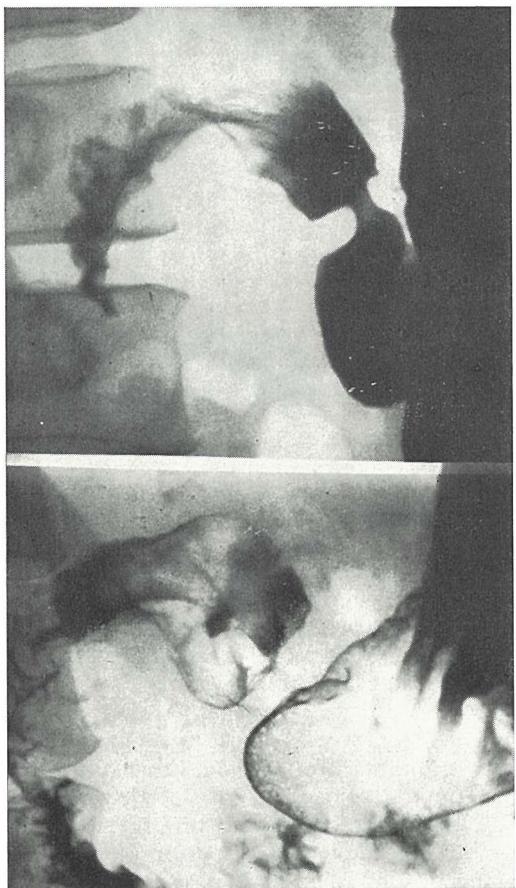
Farmakoradiografija kod hipertrofične pilorostenoze. Tipičan prikaz »egestornog kanala« koji je provociran aplikacijom Reglana
